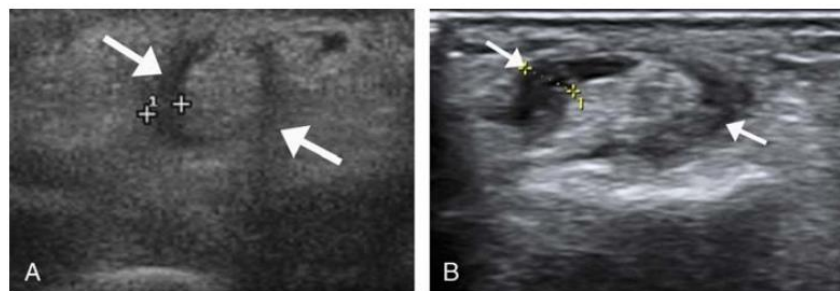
A, Ultrasonographic example of mild tenosynovitis at the third finger's flexor, in the transverse plane (arrows). B, Ultrasonographic example of moderate tenosynovitis at the second fingers' flexor, in the transverse plane (arrows).
